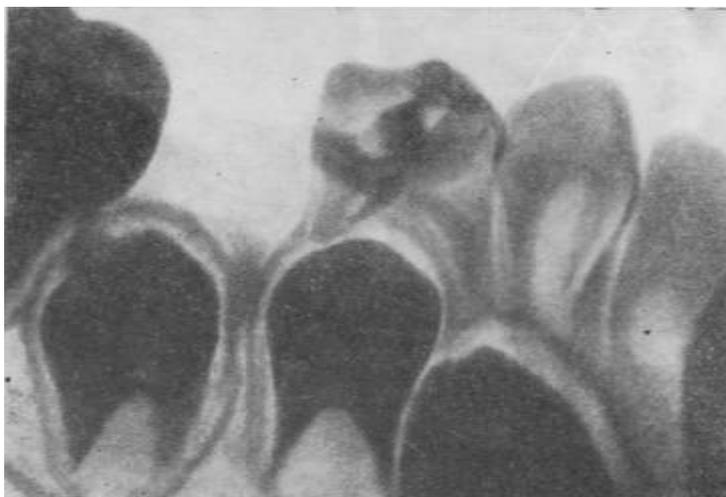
Рентгенограмма нижней челюсти больного 5,5 лет. Отсутствует \overline{V} зуб; дистальный корень \overline{IV} зуба резорбирован; коронка \overline{VI} зуба резко конвергирует и ущемляет зачаток \overline{V}
